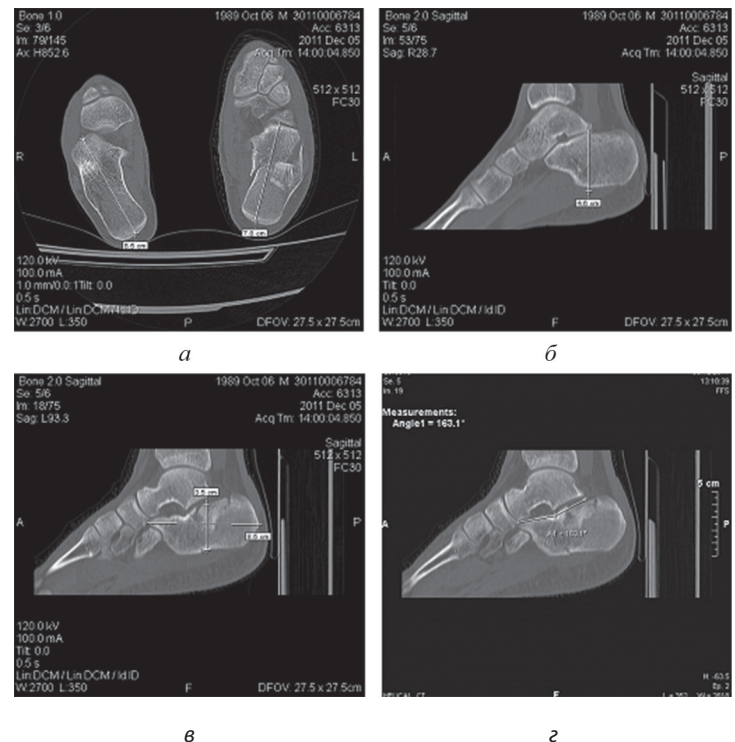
Принцип измерения пяточной кости при выполнении компьютерной томографии:
